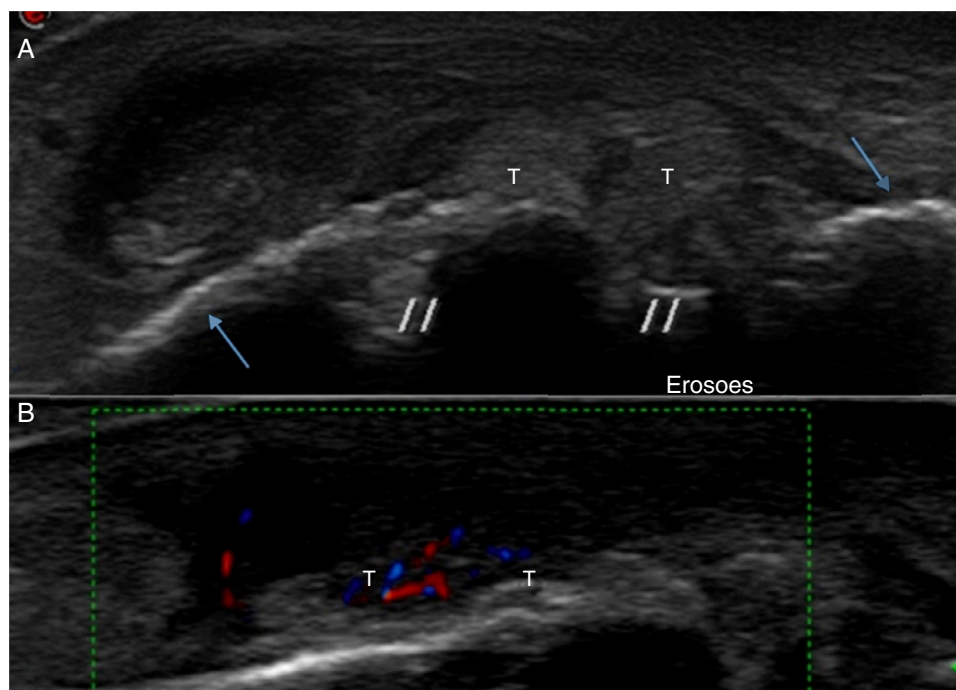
A, imagem ultrassonográfica no plano longitudinal no 1º metacarpo. Paciente com quadro de dor sem evidências de crise gotosa. Nota-se presença de erosões ósseas (//) e tofos (T) junto às erosões. B, o estudo com Doppler colorido evidencia aumento da vascularização nos tofos. Cortical óssea (setas).
